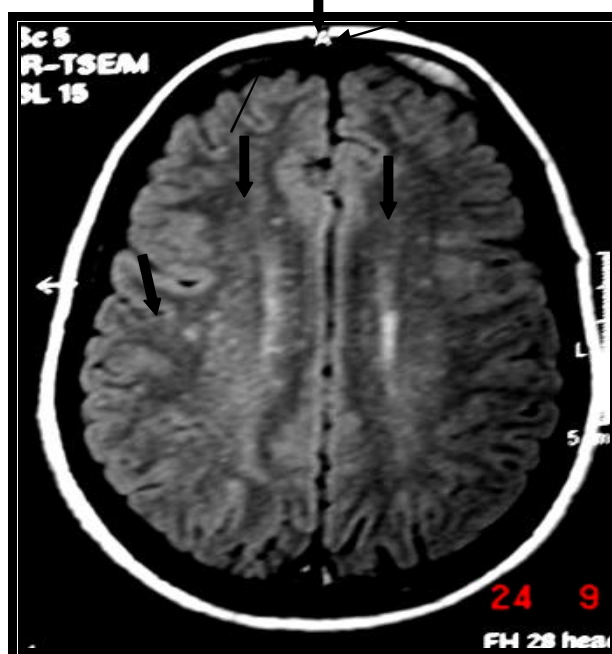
RM do crânio da paciente 21. Axial FLAIR. Diminutos focos de hipersinal (setas) em ambos hemisférios cerebrais nesta paciente de 17 anos.
